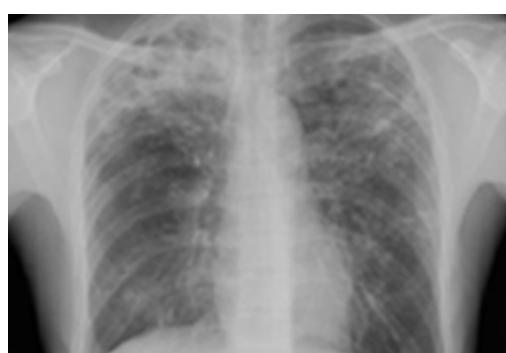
Radiografia torácica mostrando tuberculose pulmonar com cavitação
